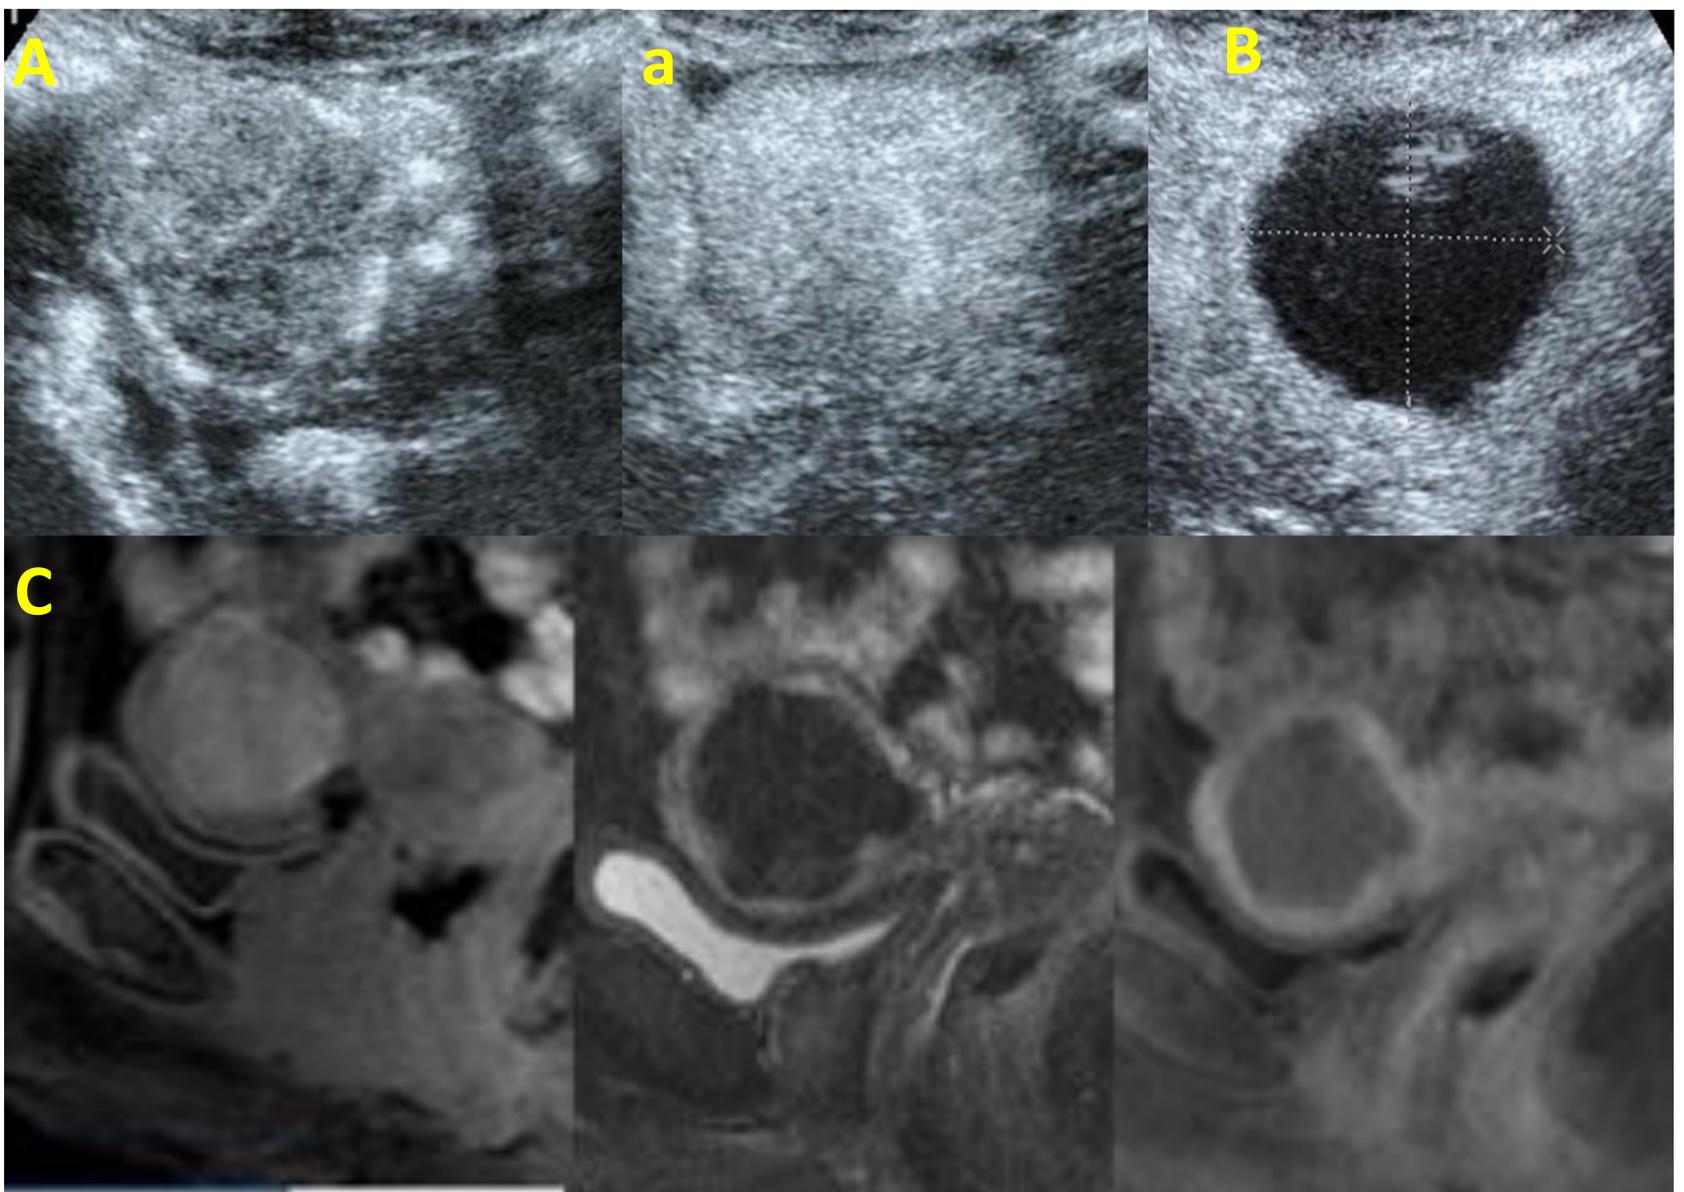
A y a) Ecografía pre EAU con contraste que muestra mioma con realce homogéneo (vascularizado)
